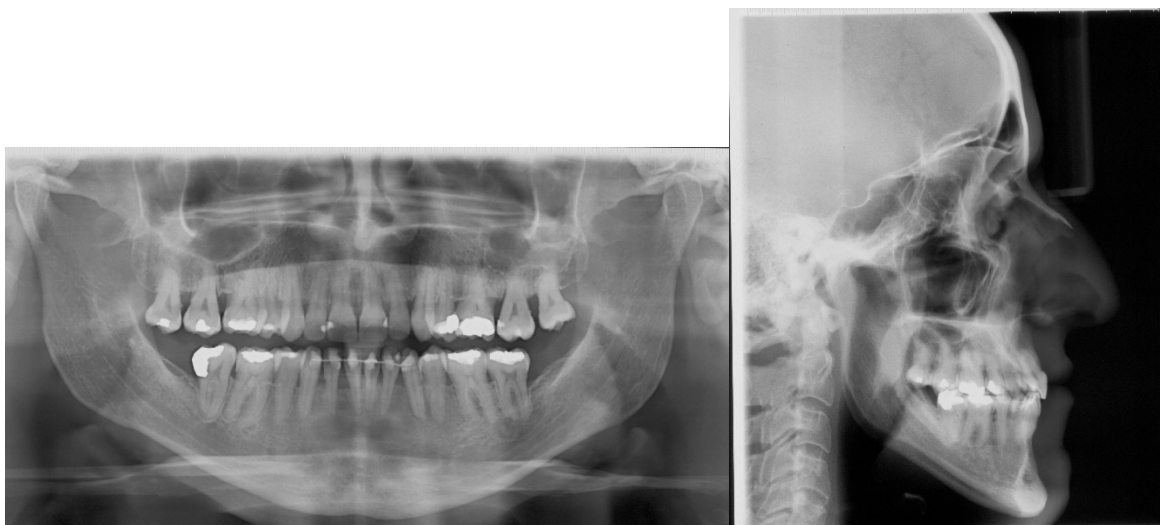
(A-B) – Radiografias após o tratamento
